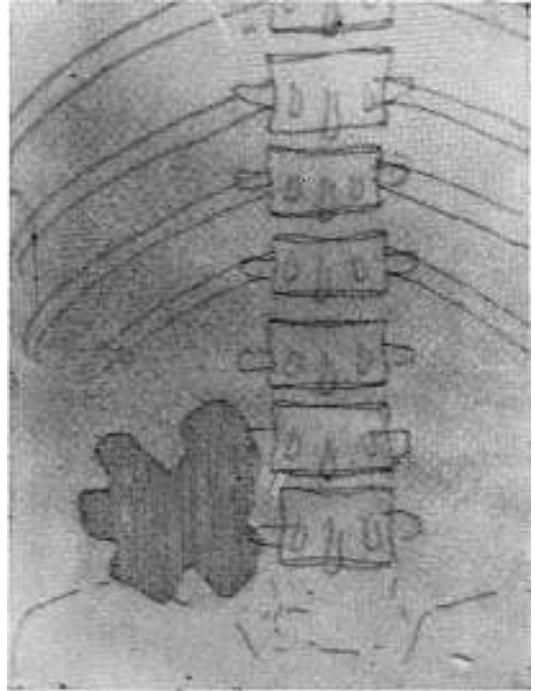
En las radiografías tomadas después del traumatismo el ángulo der. del colon aparece en su posición normal
